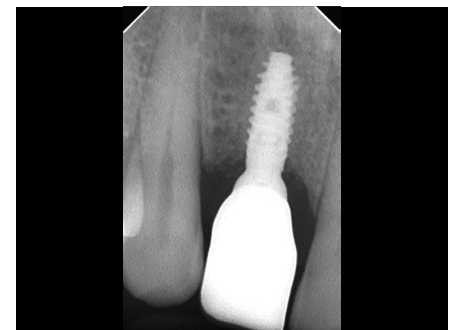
Radiografía periapical a los 18 meses de seguimiento que muestra la regeneración completa del injerto óseo, indistinguible del hueso basal.
